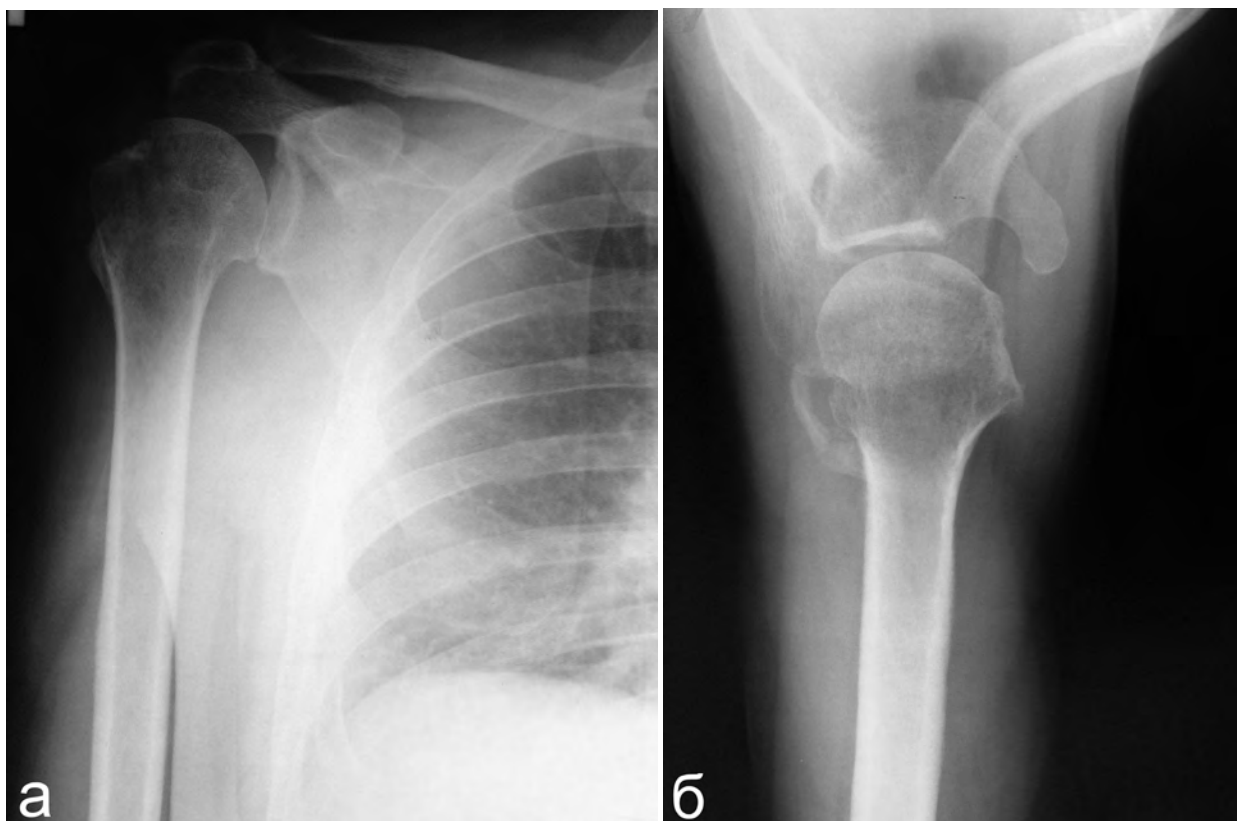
Рентгенограммы пациента П. в прямой (а) и аксиальной (б) проекциях (до операции).
